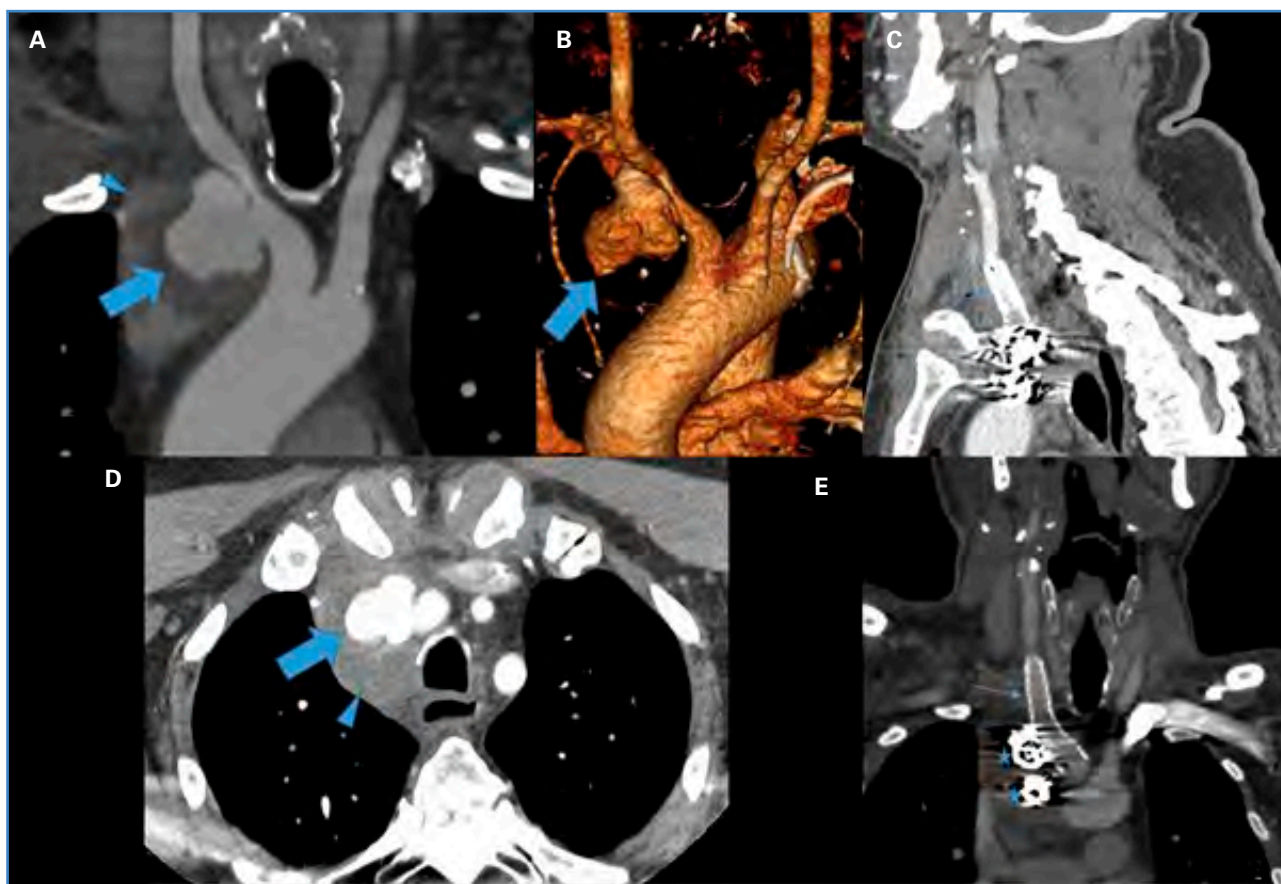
Imágenes del pseudoaneurisma postraumático antes y después de su exclusión. A. Reconstrucción coronal del tronco braquiocefálico derecho de TC con contraste i. v. Pseudoaneurisma en origen de arteria subclavia derecha cuyo cuello no guarda relación con bifurcación de TBC (flecha), con componente de partes blandas circundante como tejido inflamatorio (cabeza de flecha). B. Reconstrucción en 3D visualizándose pseudoaneurisma (flecha). C. Imagen de TC en corte axial con contraste i. v. Se visualiza imagen pseudoaneurismática (flecha azul) rodeada de tejido inflamatorio circundante (cabeza de flecha). D y E. Reconstrucción sagital de TC: reconstrucción coronal con contraste i. v. en la que se visualiza stent (flecha fina) y artefacto por material de embolización (estrellas). Se visualiza colección extrapleurales y otra a nivel cervical superior. También se visualiza la colocación de stent previo que excluía aneurisma (flecha) visualizado en arteria subclavia derecha. E. Se visualiza stent excluido previamente de pseudoaneurisma (flecha) con material de embolización (asteriscos).
